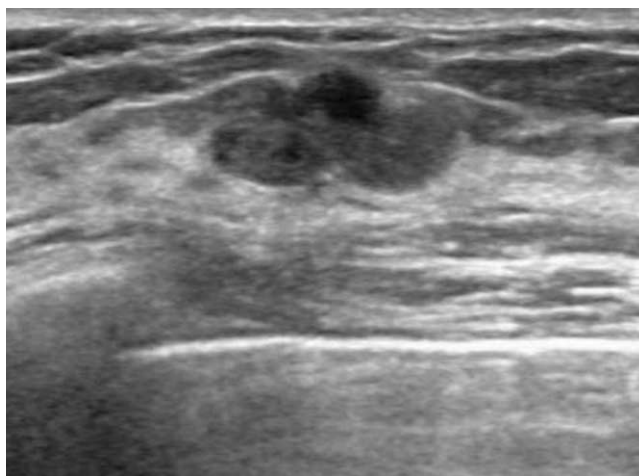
Fibroadenoma in a 31-year-old woman. The sonogram reveals about 1.4 cm sized, oval, parallel oriented, microlobulated, complex echoic mass. (BI-RADS class 4a). It shows solid mass with eccentric cystic foci.
